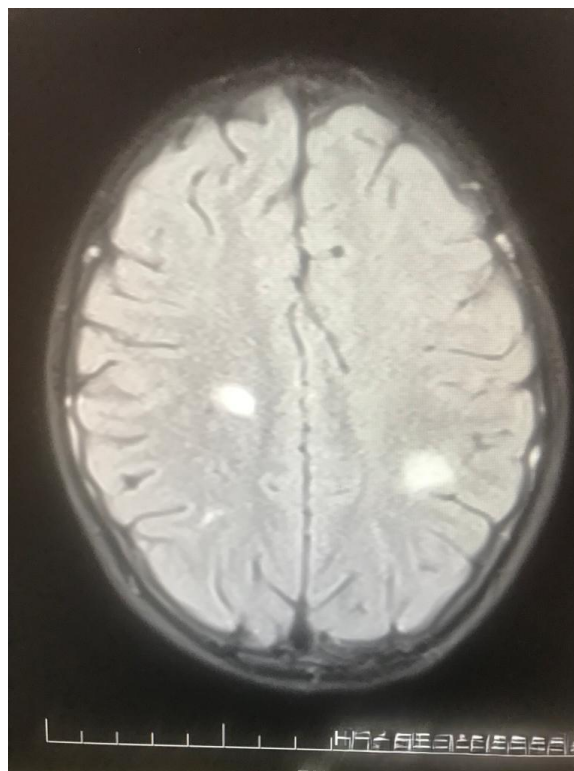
Contrast-enhanced cranial MRI: Gliotic signals reaching a size of approximately 19x9mm, extending to callosa septal surfaces in the periventricular and supraventricular deep white matter, suggested demyelinating disease. There was no pathological contrast enhancement in the cranial neural parenchyma in the post-contrast series.
